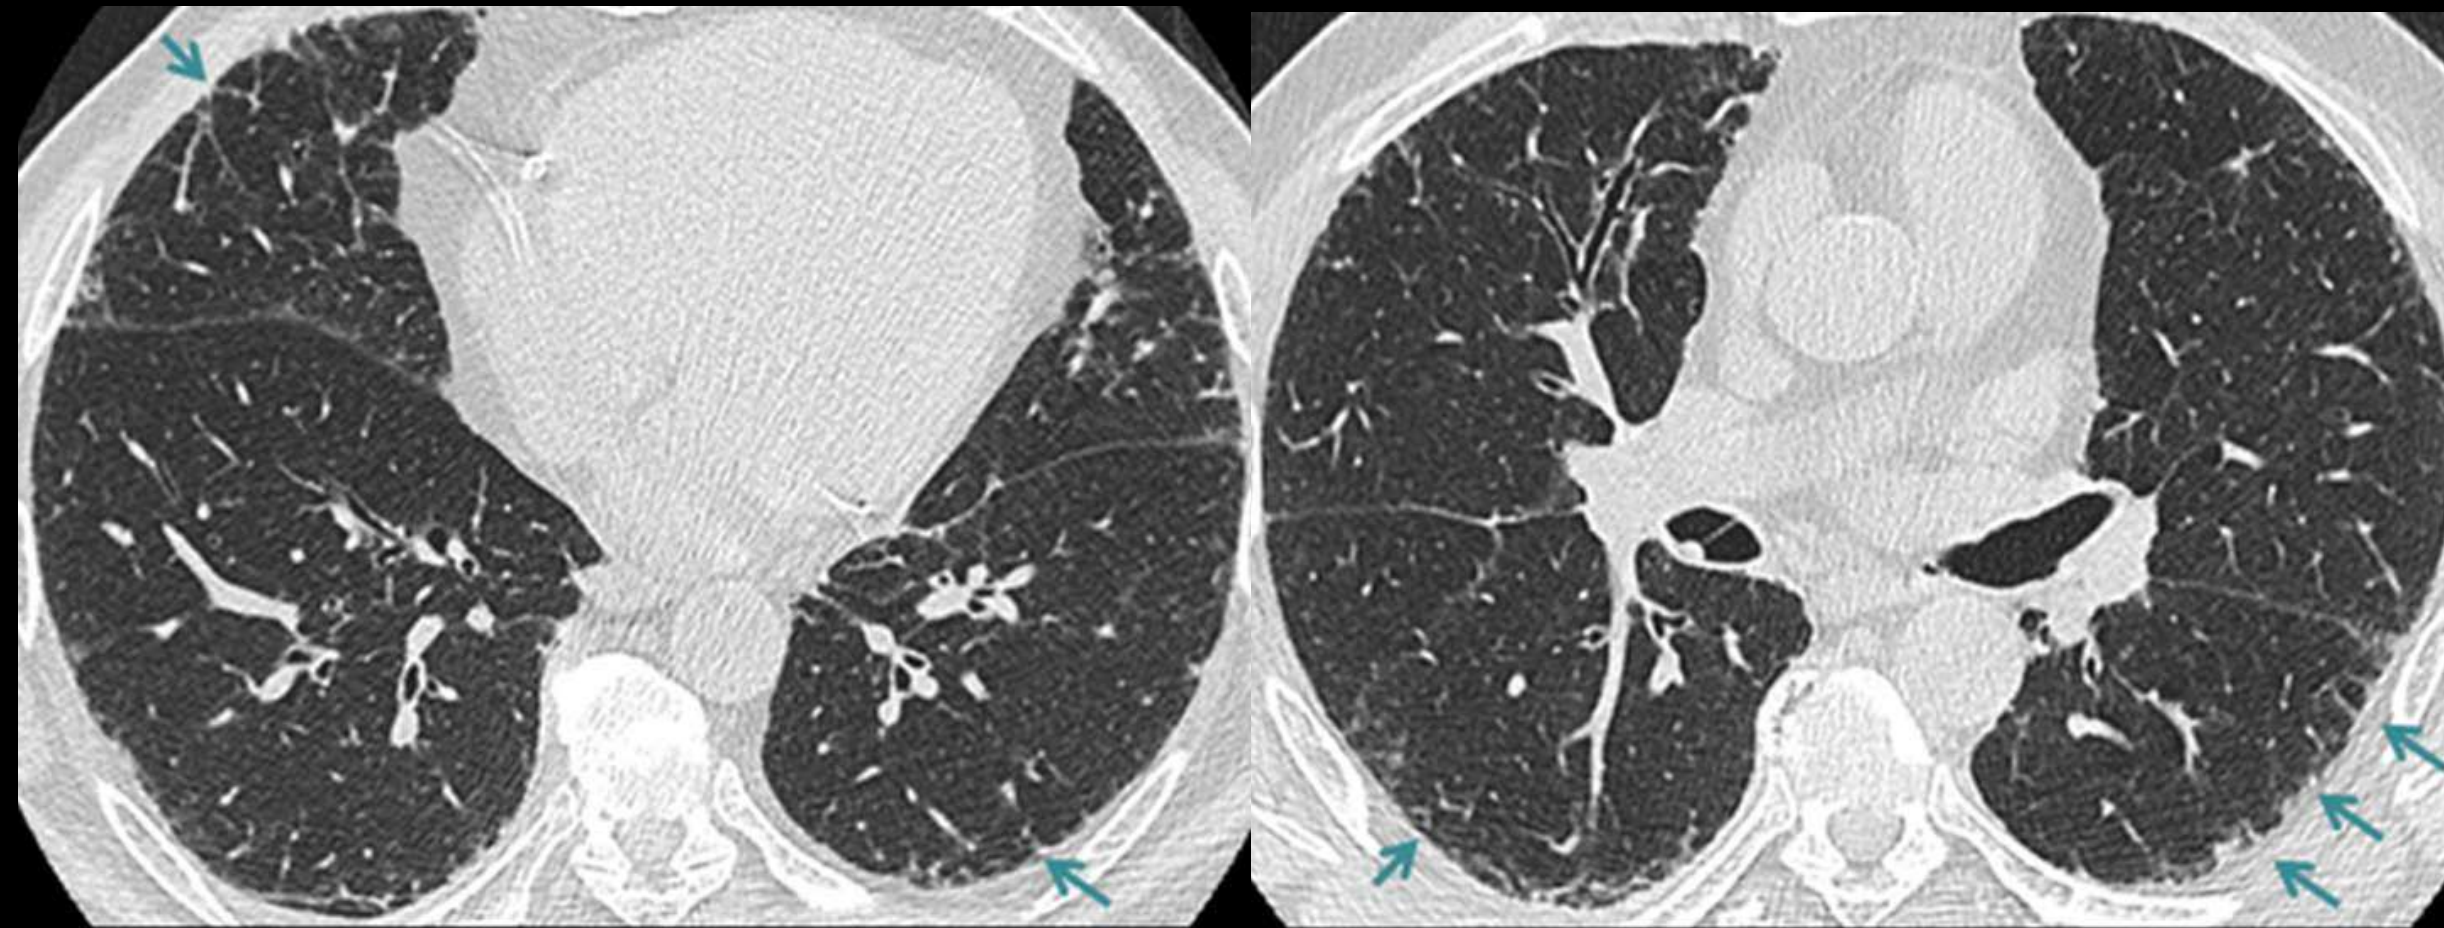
Hallazgos en TC indeterminados para NIU. Mismo paciente, diferentes cortes axiales.
